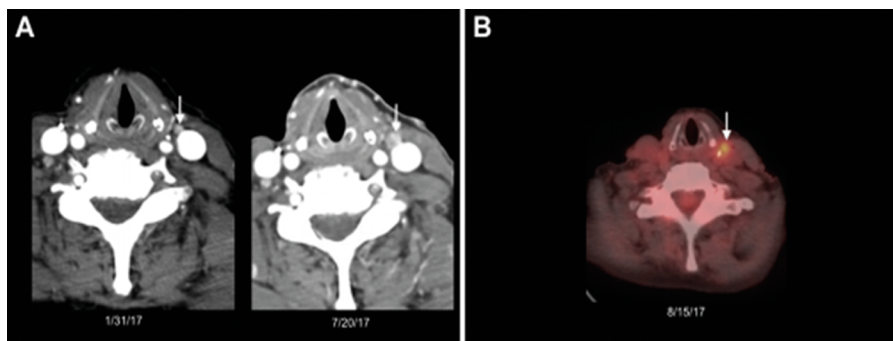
Категория NI-RADS 2 с повышением до NI-RADS 3 по данным ПЭТ: орофарингеальный плоскоклеточный рак, состояние после ХЛТ. (А) КТ с КУ через 9 месяцев после лечения – увеличение размеров лимфатического узла III группы слева с сомнительным гетерогенным контрастным усилением (стрелки). Выставлена категория NI-RADS 2 с рекомендацией выполнить ПЭТ перед проведением биопсии.
